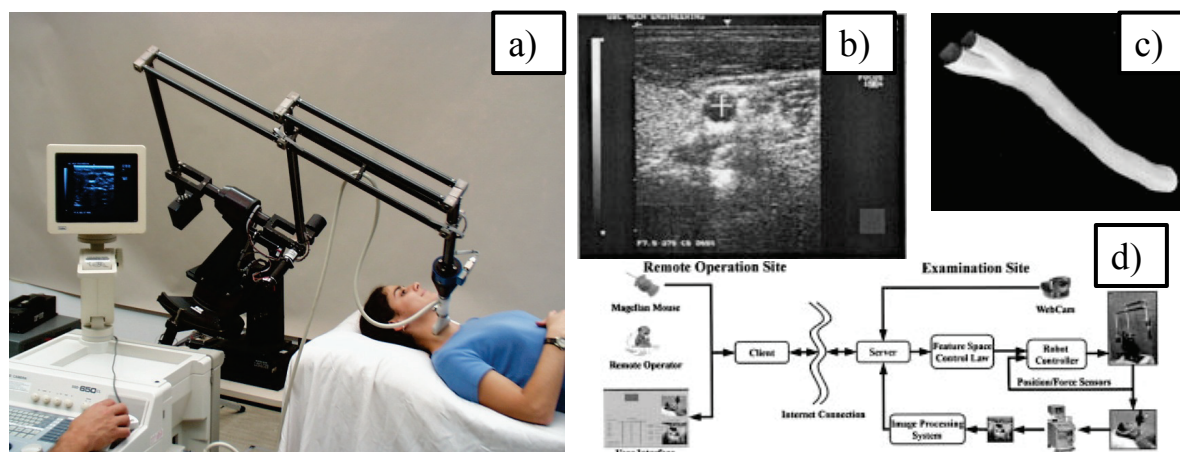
a) UBC robot, b) Visual servoing of cross section of the carotid artery, c) 3D data acquisition, d) tele-ultrasound experiment.
